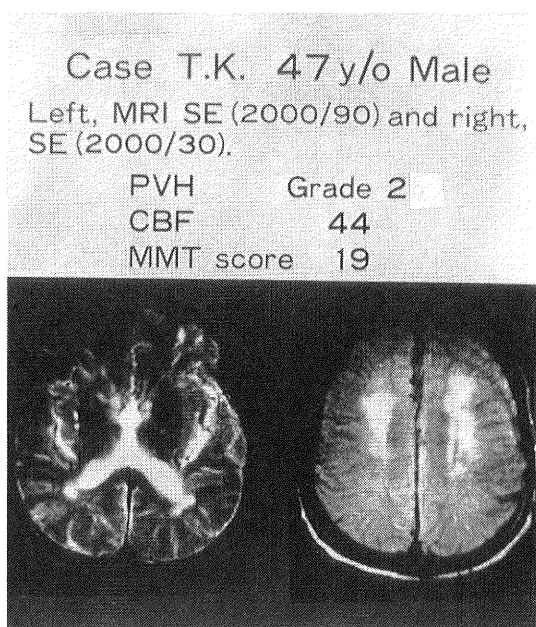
症例 T.K. の MRI (左は T2w, 右は弱 T2w 画像)
